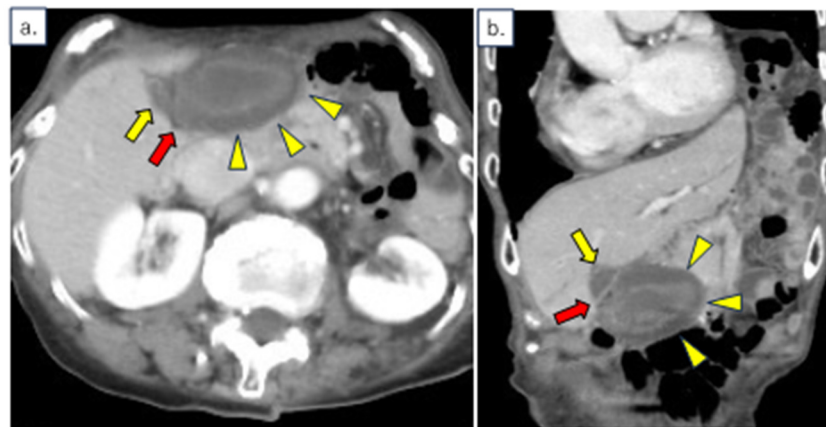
造影CT画像 a. 水平断, b. 冠状断 : ➡胆嚢体部, ▶胆嚢底部, ➡底部から体部への連続性が不明瞭
